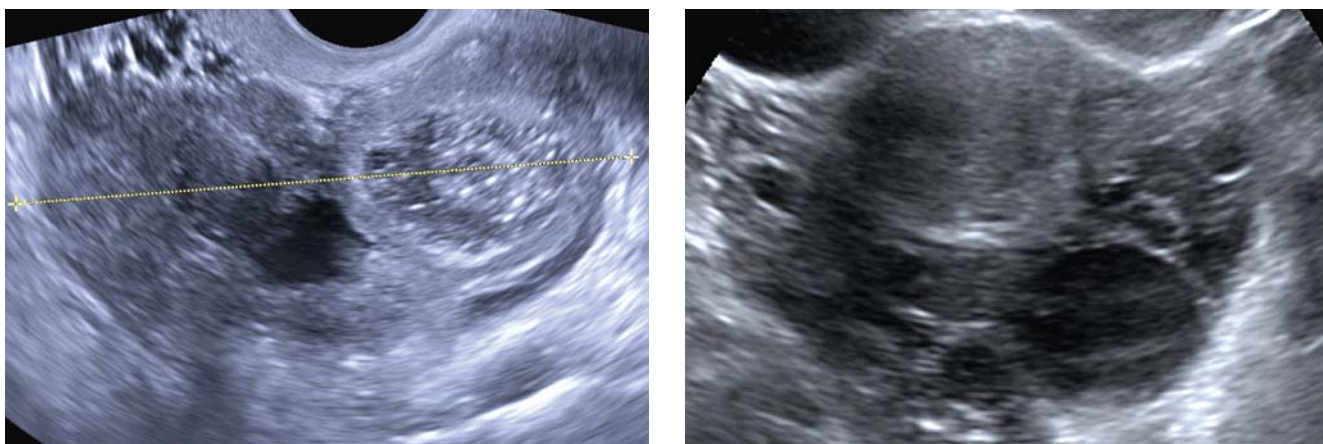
Ультразвуковая томограмма кистозно-солидного образования, расположенного кзади от матки: а) ТА; б) ТВ.
